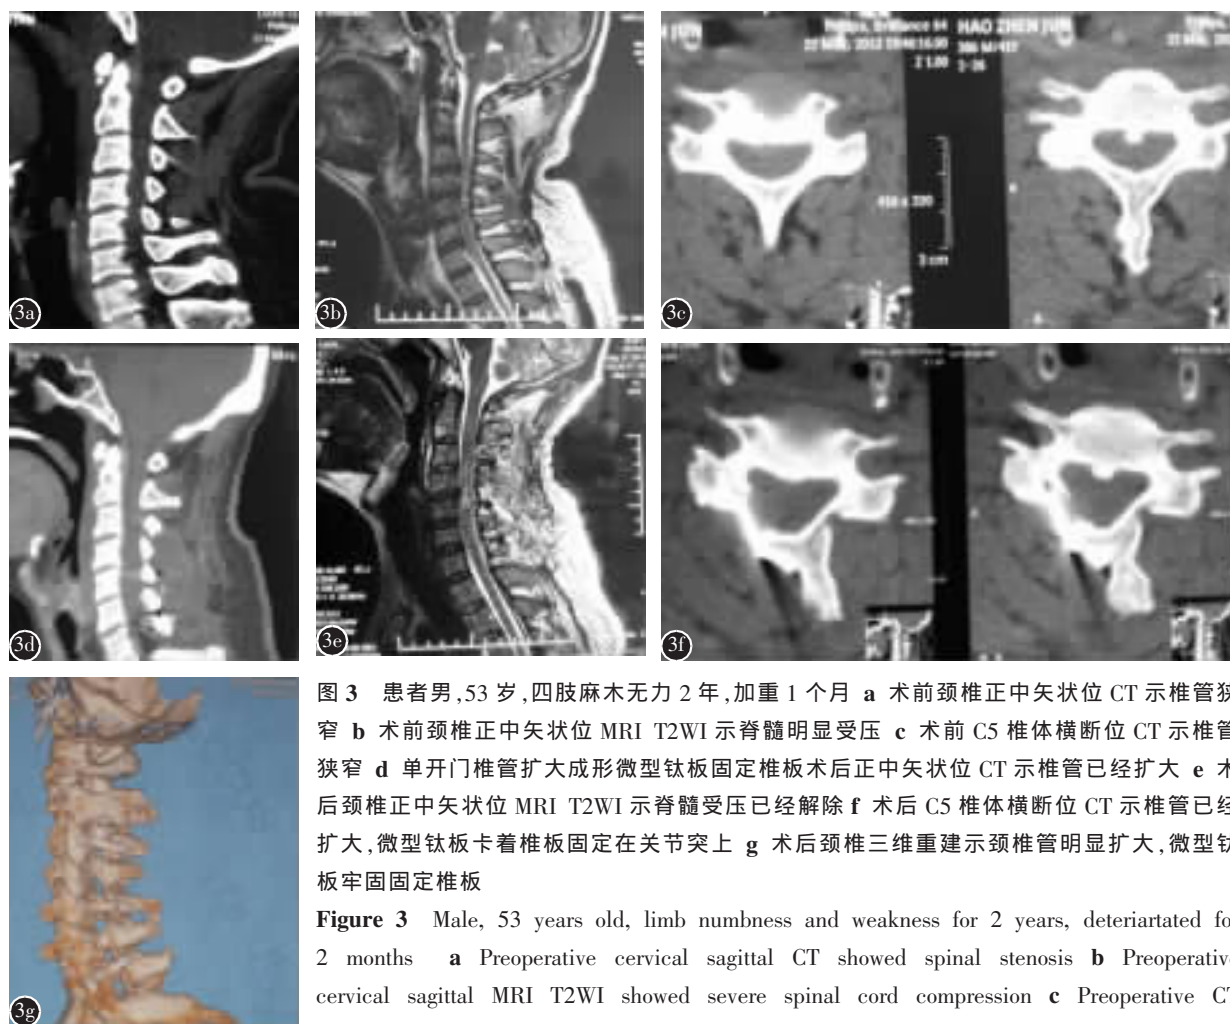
患者男,53岁,四肢麻木无力2年,加重1个月 a 术前颈椎正中矢状位CT示椎管狭窄 b 术前颈椎正中矢状位MRI T2WI示脊髓明显受压 c 术前C5椎体横断位CT示椎管狭窄 d 单开门椎管扩大成形微型钛板固定椎板术后正中矢状位CT示椎管已经扩大 e 术后颈椎正中矢状位MRI T2WI示脊髓受压已经解除 f 术后C5椎体横断位CT示椎管已经扩大,微型钛板卡着椎板固定在关节突上 g 术后颈椎三维重建示椎管明显扩大,微型钛板牢固固定椎板
